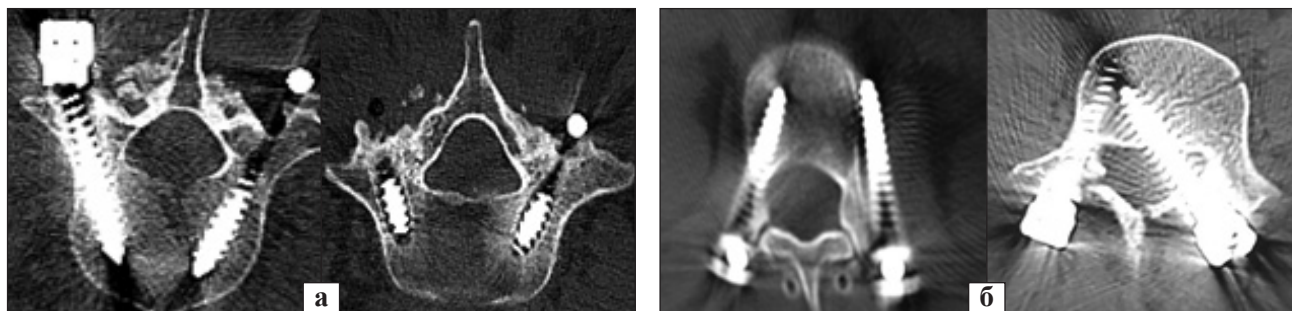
Рентгенологічний контроль розташування гвинтів у хребці: коректне (а) та некоректне (б)
